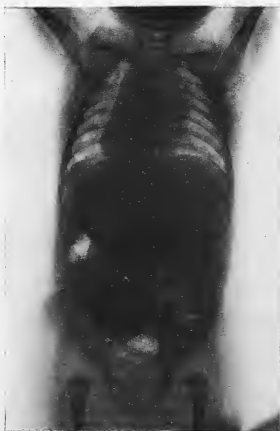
Radiographie du tronc ; broche dans l'estomac ; ombre médiastinale simulant l'hypertrophie thymique.
